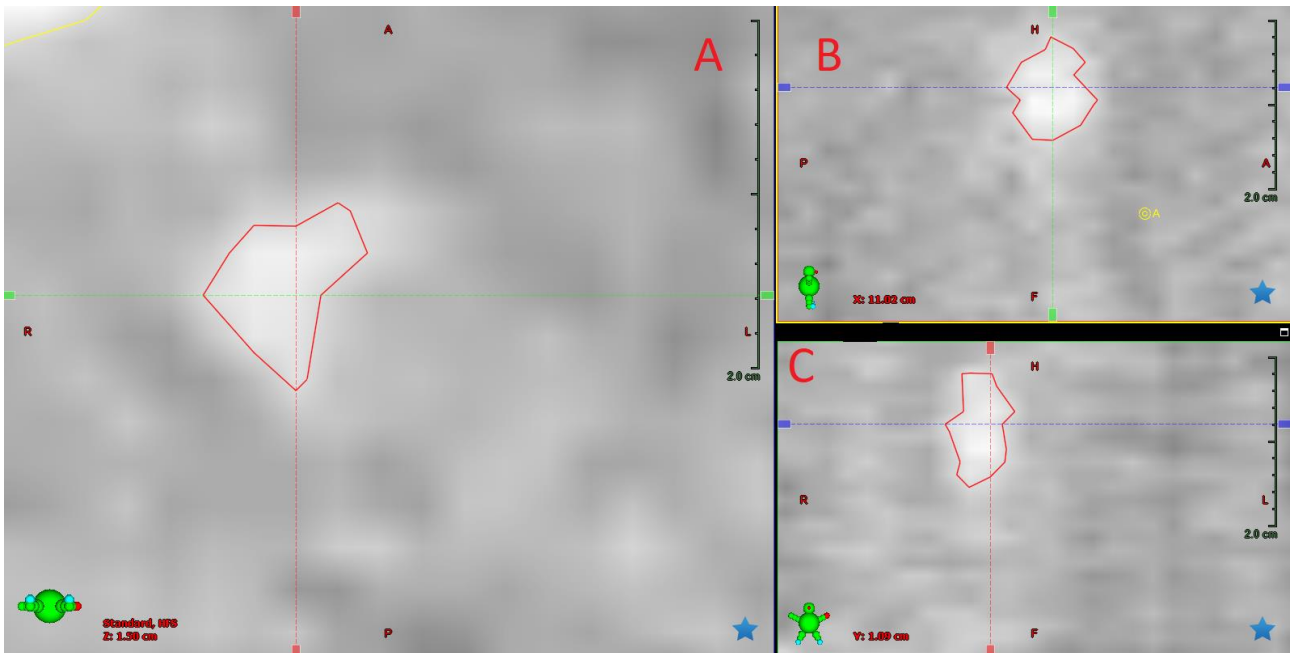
Sfera piccola sul piano *assiale* (A), *sagittale* (B) e *coronale* (C), con periodo respiratorio a 6s e 4cm di escursione (protocollo 4D CBCT std), alla fase 30%
